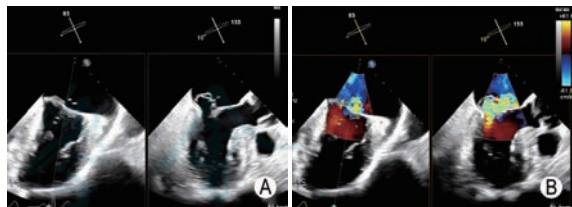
实时双平面模式评估二尖瓣中央区(2区)病变 A:在食管中段二尖瓣交界区联合切面(主切面)中将取样线置于2区(左图),对应的正交切面左心室长轴切面则显示2区前、后叶结构及运动情况(右图);B:在食管中段二尖瓣交界区联合切面(主切面)结合彩色多普勒超声观察二尖瓣反流束分布范围,将取样线置于2区(左图),对应的正交切面左心室长轴切面则显示2区二尖瓣反流情况(右图)
